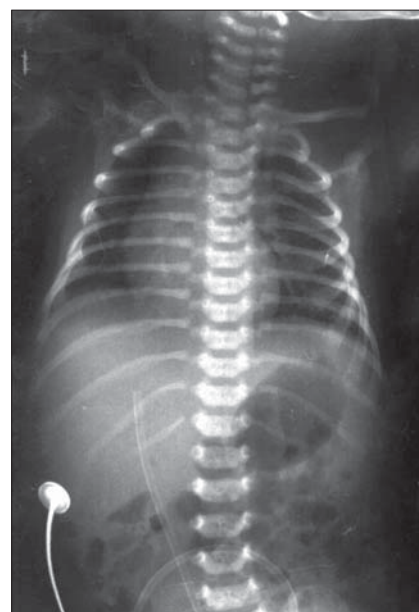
Cateter ombilical situat incorect în vena portă. Radiografie toracoabdominală la un nou născut.
